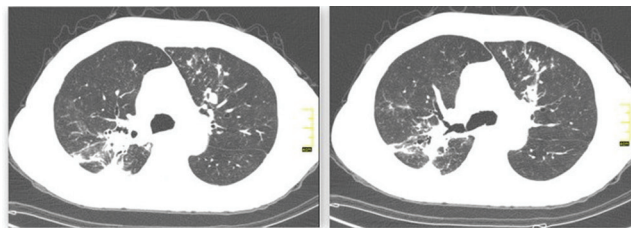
Tomografia de tórax de alta resolução com nódulos centrolobulares, bronquiectasias, opacidades em vidro fosco e espessamento pleural.
